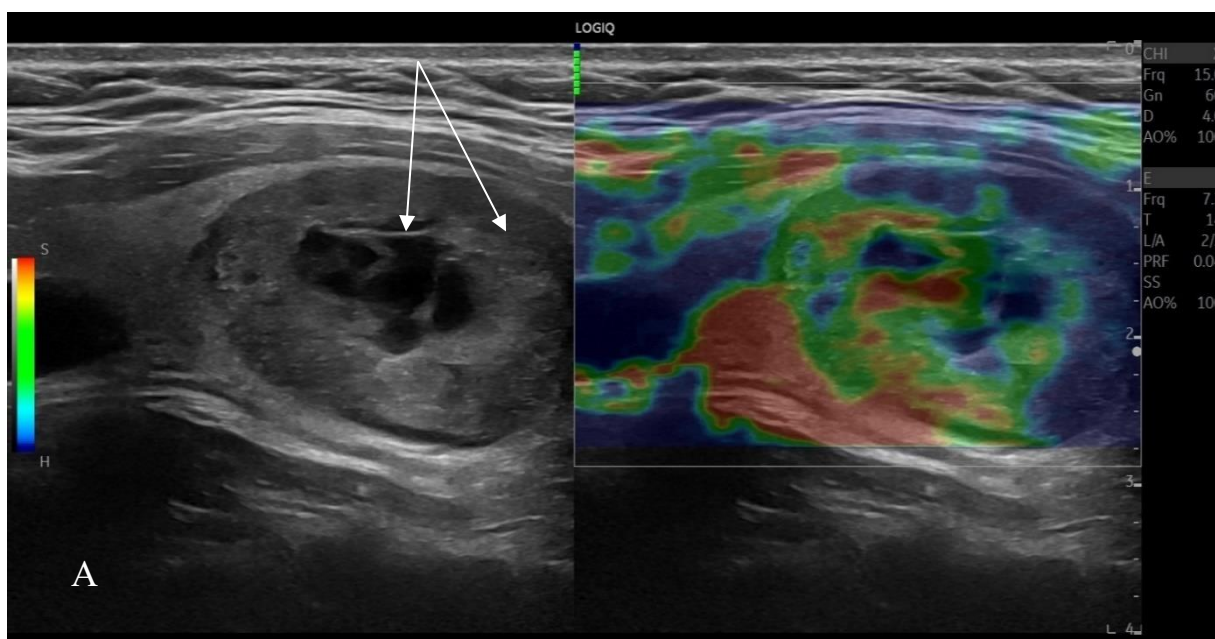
Imaginea ecografică al NT rigid sonoelastografic (A) cu vascularizare predominantă periferică și unice vase intranodulare (B)
